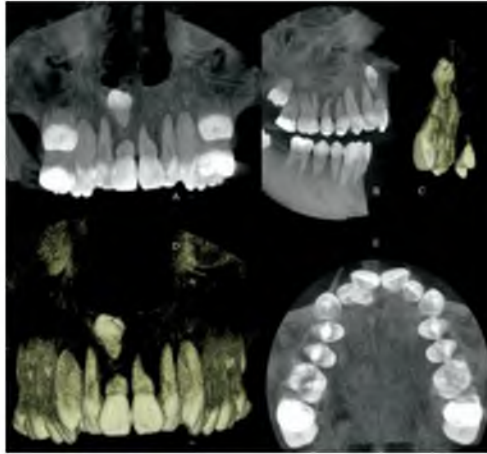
Imagen de tomografía Cone Beam con diente supernumerario impactado. Fuente: Quereshy, Savell, and Palomo. Cone Beam Computed Tomography. J Oral Maxillofac Surg 2008.
